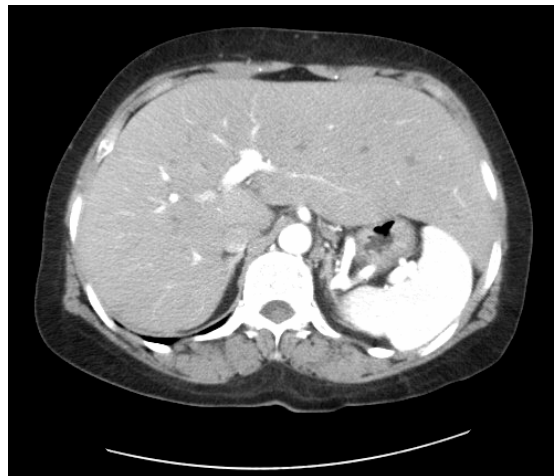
CT scan of diffuse hepatomegaly.
